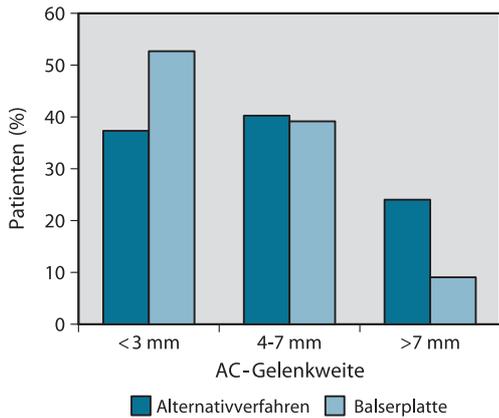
▲ Sonographische Messung der AC-Gelenkweiten ohne Belastung der beiden Patientengruppen nach Balser-Platten-Stabilisierung vs. Versorgung mit alternativen Verfahren. Physiologische Weite nach Balser-Platte 52,6 gegenüber 36,6%, pathologische Erweiterung über 7 mm nach Balser-Platte 8,8 gegenüber 23,3%
